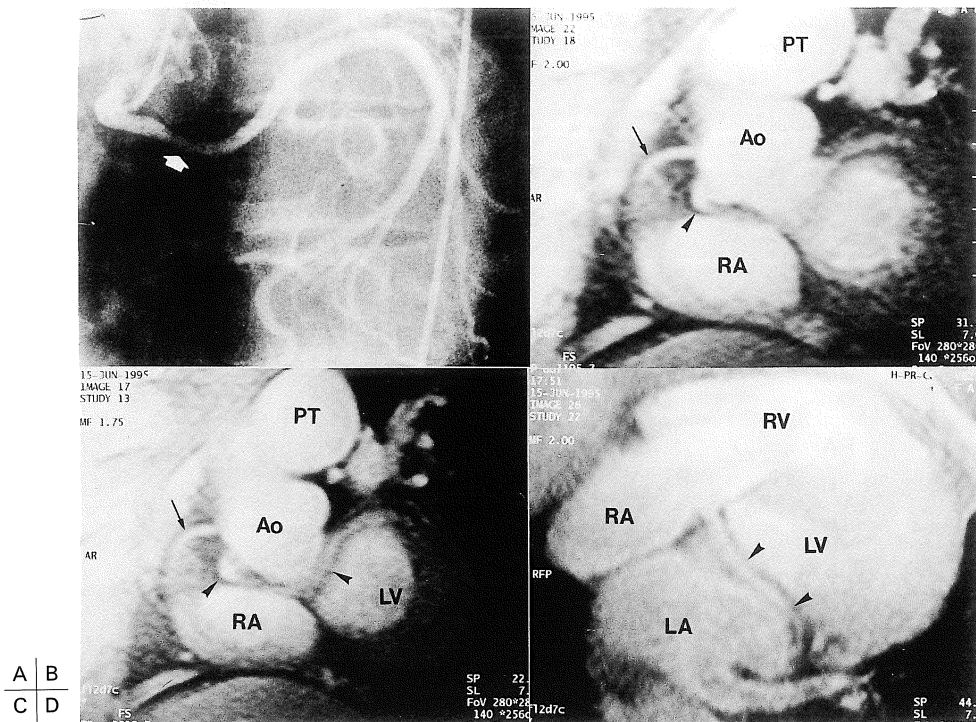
A, Conventional x-ray coronary angiography showing an LCX (arrow) anomalously originating from the right aortic sinus. B and C are from the oblique series of MR angiographic images, and D is perpendicular to C. The anomalous LCX (arrow head) originates from the right aortic sinus close to the RCA and takes a retroaortic course to the atrio-ventricular groove. Ao indicates aorta ; PT, pulmonary trunk ; LA, left atrium ; RA, right atrium ; LV, left ventricle ; RV, right ventricle.
